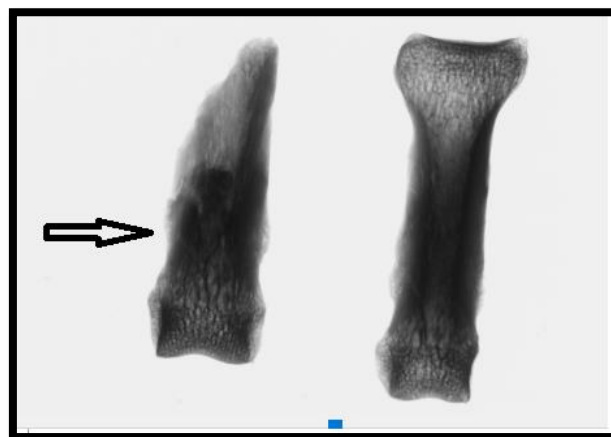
Radiografia das alterações da estrutura de duas falanges proximais da mão do indivíduo 2765. A seta indica a zona espessada na falange.
